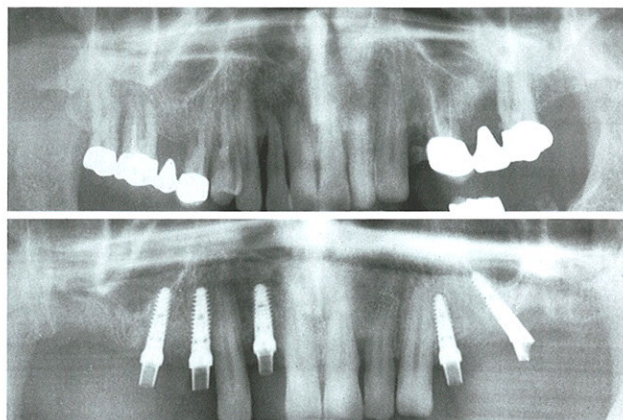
Erstaufnahme, Orthopantomogramm. – Abb. 2: Implantatinsertion und Abdrucknahme, Orthopantomogramm.
